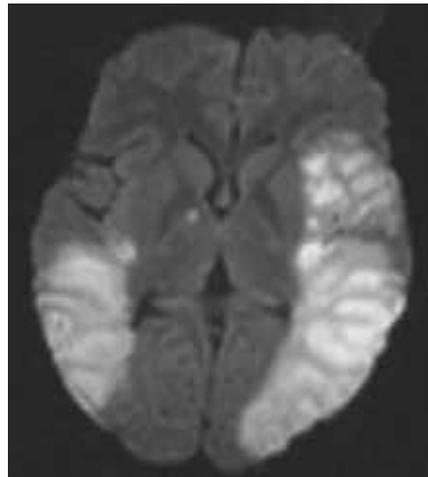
Magnetresonanztomografie – 11 Jahre 4 Monate, weiblich. Z.n. SHT mit Schädelbasisfraktur und Spasmen der basinalen Arterien. MRT im Verlauf. Diffusionswichtung (DWI mit Durchschnittsbild, sog. trace image). Hyperintens (hell) sind die ödematös veränderten kortikal-subkortikalen Hirnanteile beidseitig im Medialstromgebiet dargestellt
